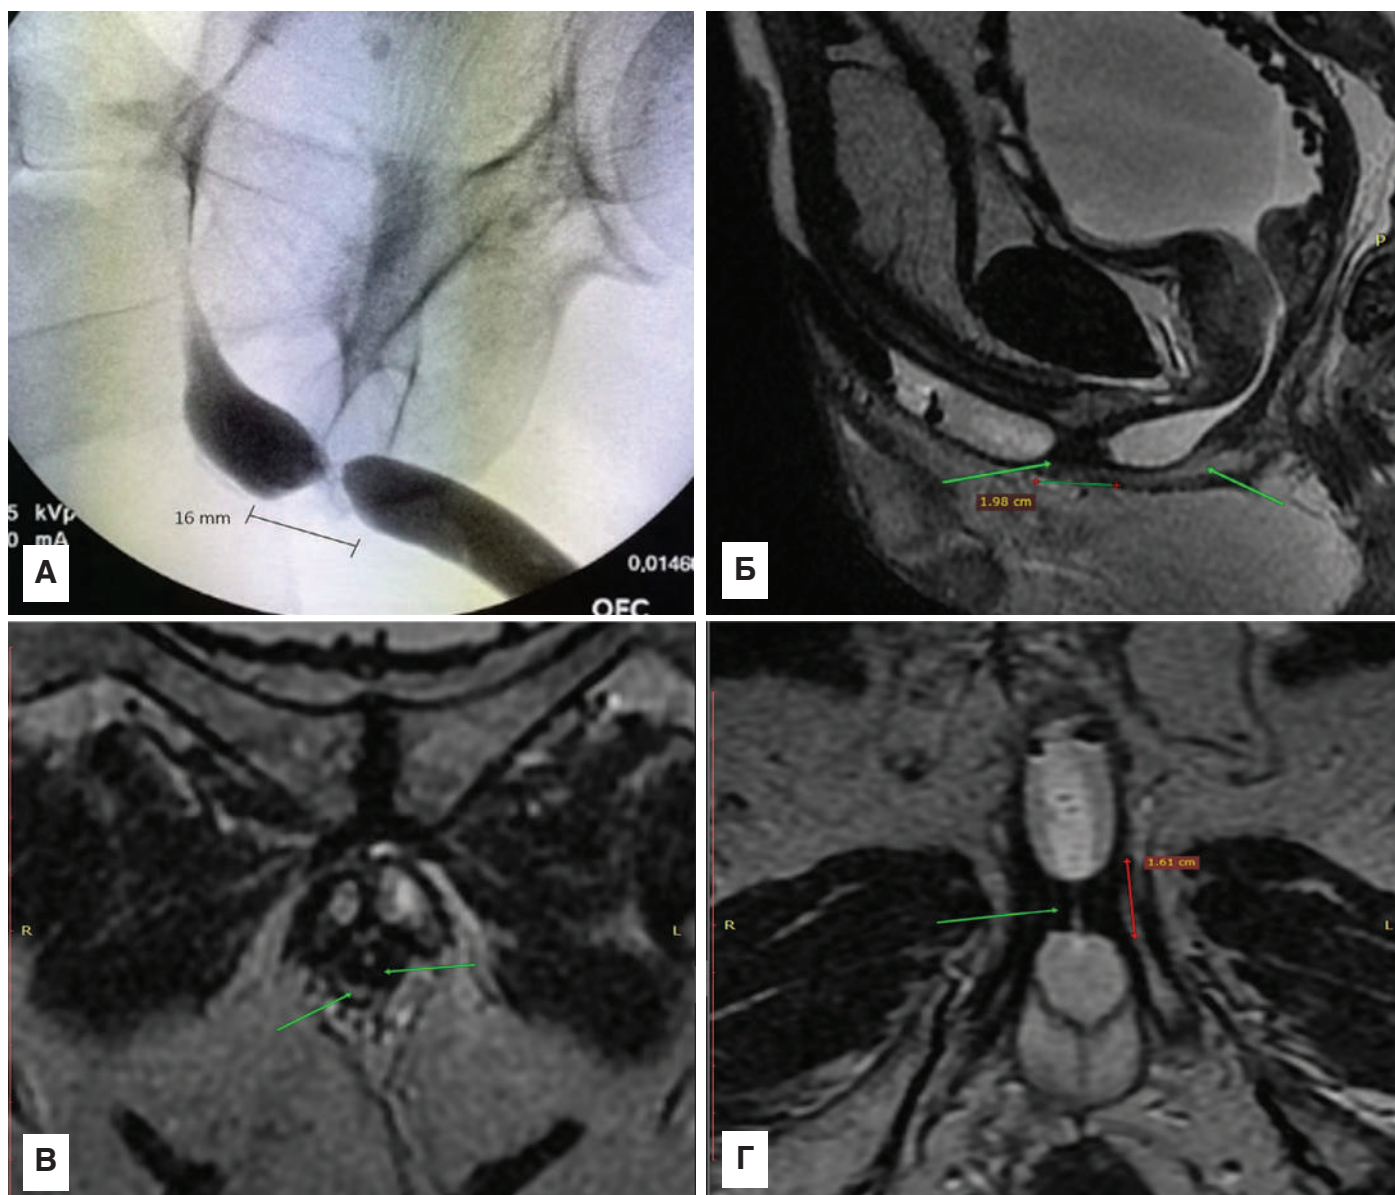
Короткая стриктура бульбозной уретры со спонгиозфиброзом тяжелой степени: А – РУГ; Б – сагиттальная плоскость МРТ; В – коронарная плоскость МРТ; Г – аксиальная плоскость МРТ (стрелками указаны участки спонгиозфиброза)
